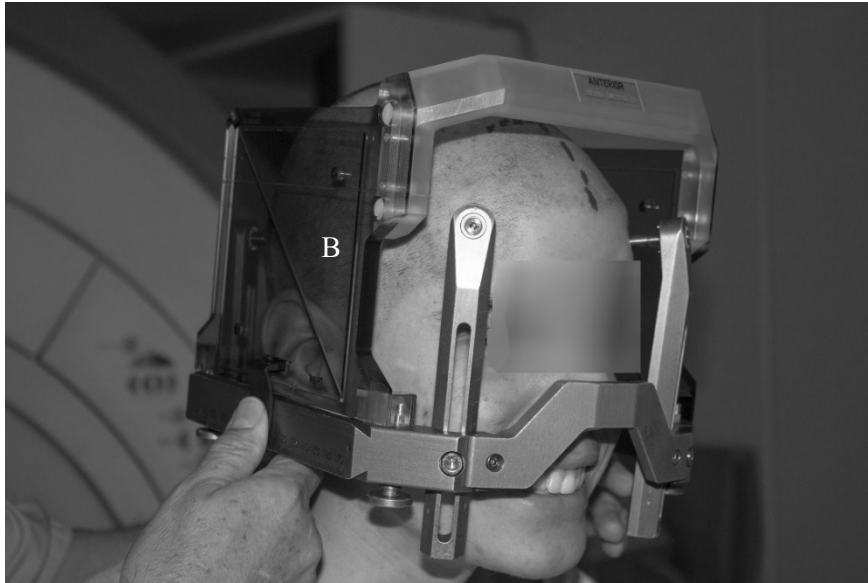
Colocación de las láminas con marcadores o *fiduciales* para RM (B).
